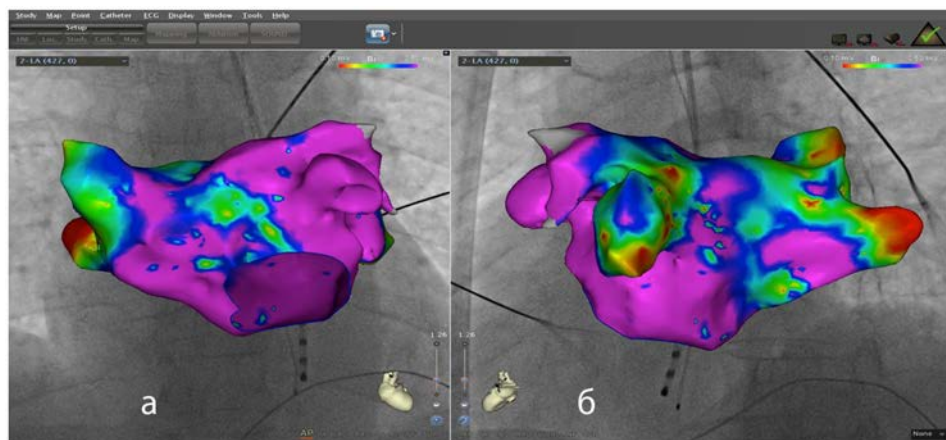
Совмещение рентгеновского изображения сердца (левого предсердия) с электроанатомической картой этой полости сердца; цветовая гамма отображает электрическую активность миокарда левого предсердия: а) вид спереди; б) вид сзади; значения цветовой шкалы амплитуды электрического сигнала: красный цвет – минимальная амплитуда электрического сигнала (0,1 мВ) или его отсутствие; фиолетовый – максимальная амплитуда электрического сигнала (0,5 мВ).
